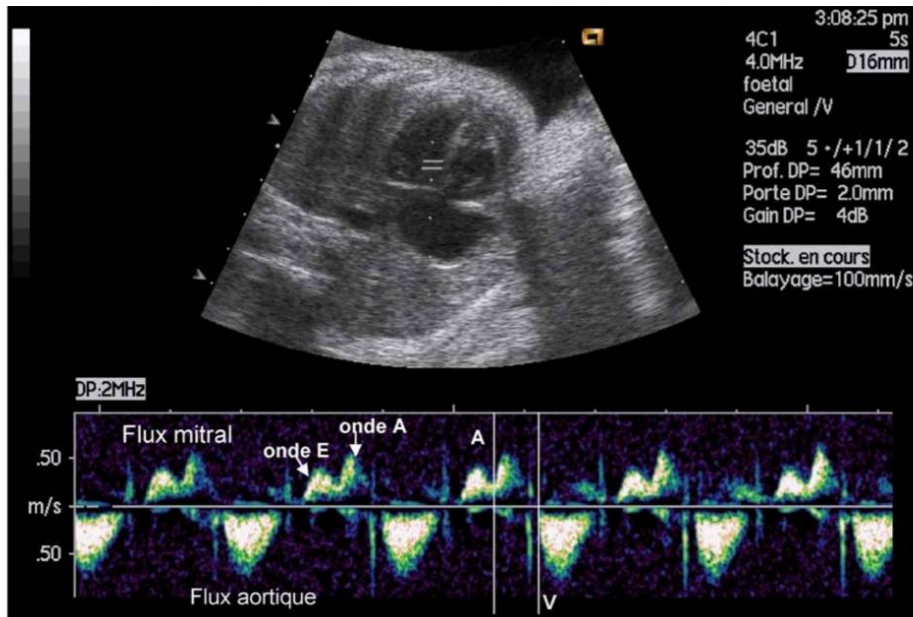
Mesure de l'intervalle AV par enregistrement Doppler des flux mitral et aortique (l'intervalle est délimité par deux traits verticaux) [74]
